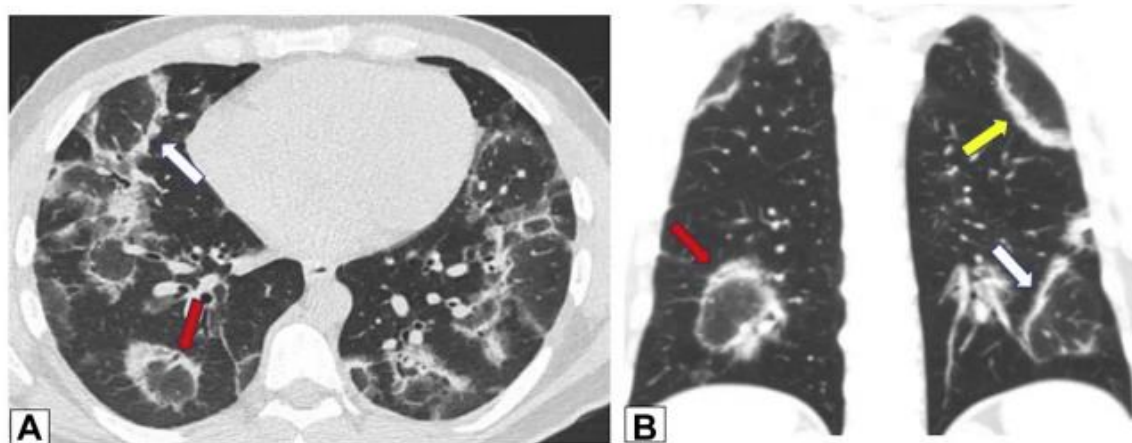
A, B, Reverse halo or atoll sign. CT scan images obtained in a 32-year-old man with chronic persistent cough and dyspnea on exertion for 1 year and 20-pound weight loss. Axial (A) and coronal (B) images show bilateral foci of central ground-glass opacification completely surrounded by dense peripheral consolidation—the reverse halo or atoll sign (red arrows in A and B). Also present are foci of incomplete halo signs (white arrows in A and B) and peribronchovascular thickening (yellow arrow in B). Overlap of these findings is clearly present. Lung biopsy results documented organizing pneumonia.
